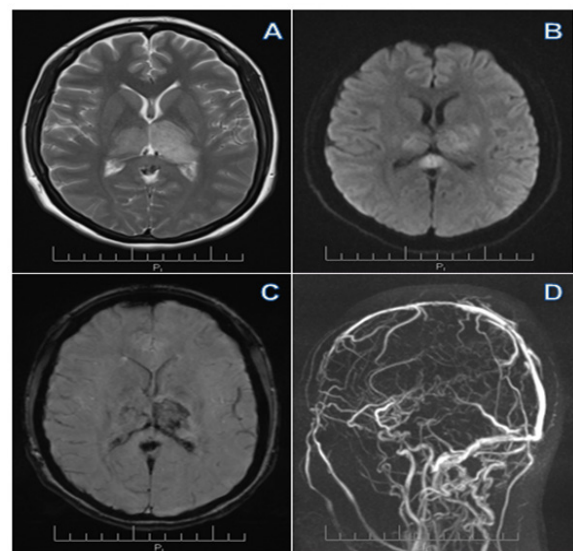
A y B, RNM corte axial en secuencia T2 y FLAIR mostrando hiperintensidad en ambos tálamos con mayor señal del lado izquierdo, C, Susceptibilidad magnética demuestra transformación hemorrágica sobre área de infarto talámico izquierdo, D, Venografía cerebral contrastada por resonancia magnética con pérdida parcial del flujo en el seno recto y ausencia de la circulación venosa profunda.
